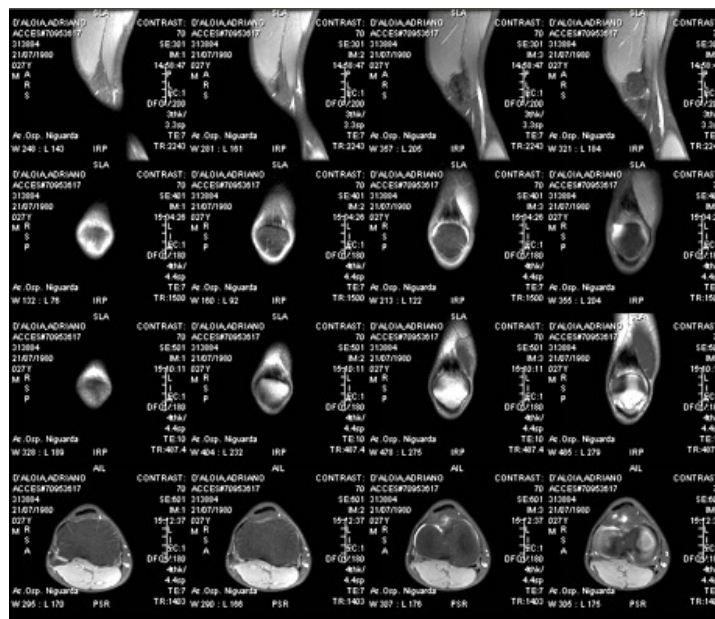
Immagine di RMN.
